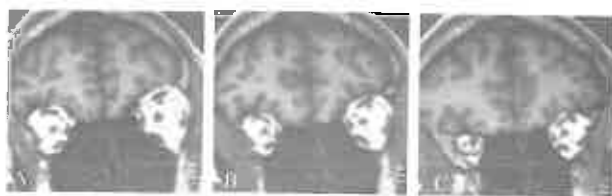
A-B-C. Imagens coronais em RM ponderadas em T1 (MPRAGE; TR 12 ms, TE 5 ms) num doente com SK (Caso 1): ausência dos bulbos/tractos olfactivos; sulco olfactivo direito hipoplásico e aplasia do contralateral; lobos frontais inferiores de aspecto triangular (figuras apresentam-se no sentido antero-posterior de A-C).
